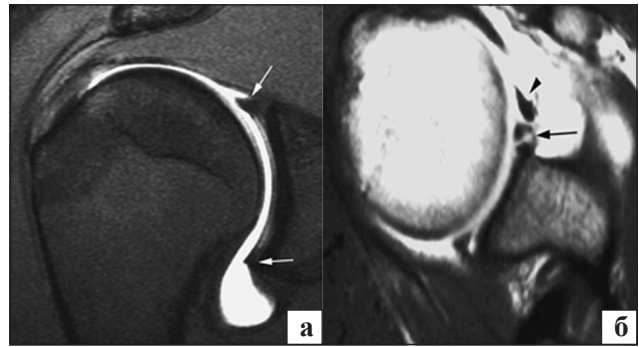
МРТ-зображення: а) нормальна суглобова губа (верхня, нижня), корональна T1-33 FS артрограма з контрастом; б) *sublabral foramen*. Аксіальна T1-33 FS артрограма з контрастом; середня плечосуглобова зв'язка (MGHL) — головка стрілки [10]
